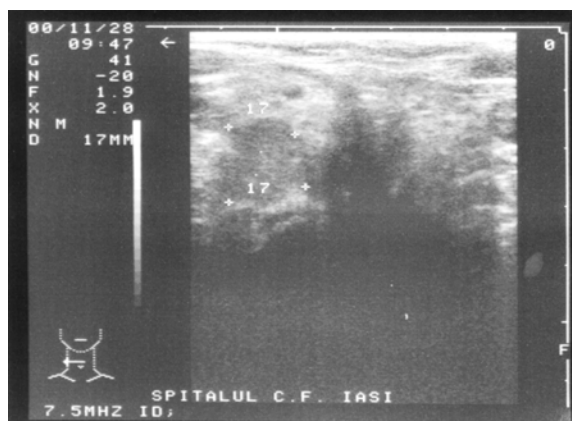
Ecografie tiro-paratiroidiană
